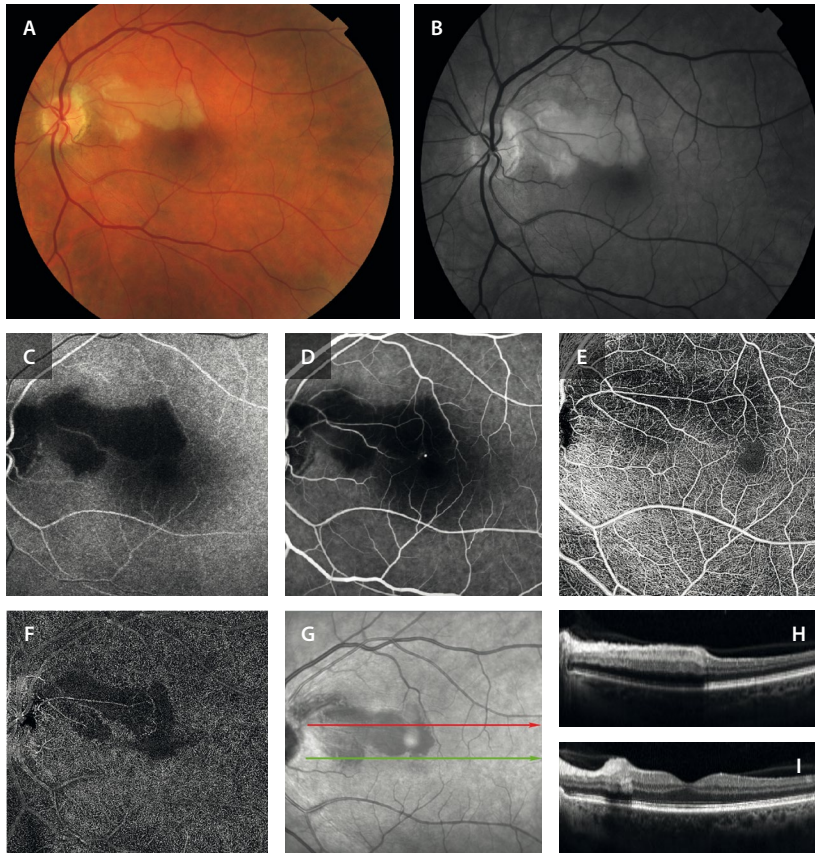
Oclusión de la arteria ciliarretiniana de un caso embólico tras un cateterismo. A) Retinografía a color donde se aprecia un área de blanqueamiento en torno a la arteria ciliarretiniana en el haz papilomacular. B) La imagen anertría ayuda a determinar mejor la zona ocluida. C) En la angiografía con fluoresceína se aprecia un retraso del llenado de la arteria ciliarretiniana durante los tiempos de circulación coroidea. D) En tiempos medios-tardíos persiste esa zona de hipoperfusión en torno a la arteria ciliarretiniana. E) La imagen *en face* de la angiografía por tomografía de coherencia óptica permite apreciar cómo hay una afectación del plexo capilar superficial. F) Sin embargo, la afectación es más marcada en el plexo capilar profundo. G) En la imagen cercana a la infrarroja, el área isquémica se ve como un área hiporreflectiva bien delimitada. H) El corte de la tomografía de coherencia óptica parafoveal superior (flecha roja de la imagen cercana a la infrarroja), muestra una hiperreflectividad en todas las capas internas de la retina. I) El corte de la tomografía de coherencia óptica foveal permite comprobar que no hay compromiso foveal.
